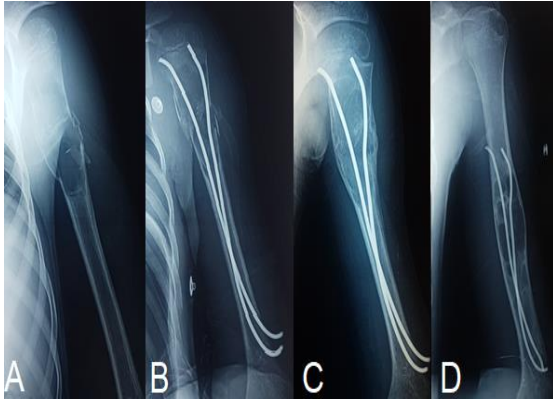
Radiographie du bras montrant une fracture de l'humérus sur KOE (A). Le traitement a consisté à un ECMES seul (B). La radiographie à 1 an du post opératoire (C) : montrant une consolidation de la fracture avec persistance de la lésion osseuse (Cheng3). La radiographie à 4 ans : montrant une extension de la lésion (Cheng 4).
